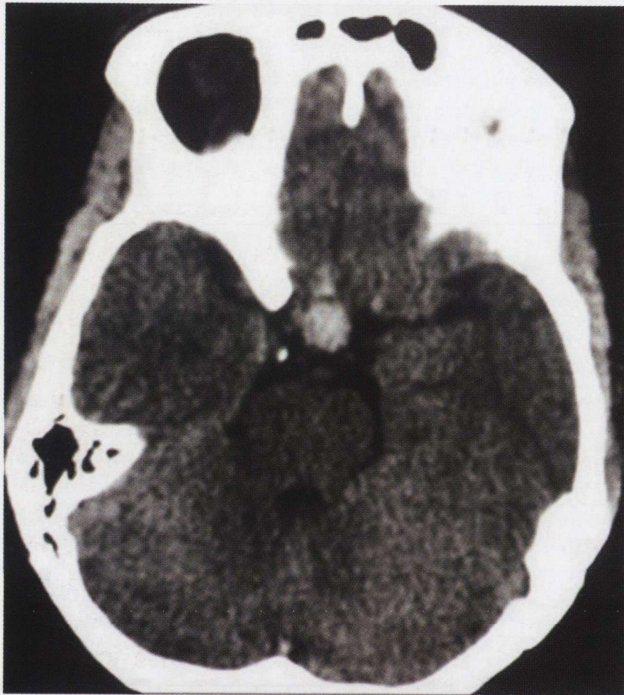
Direct cranial CT of the patient shows sellar and supra sellar blood accumulation around the suprasellar cisterns.
